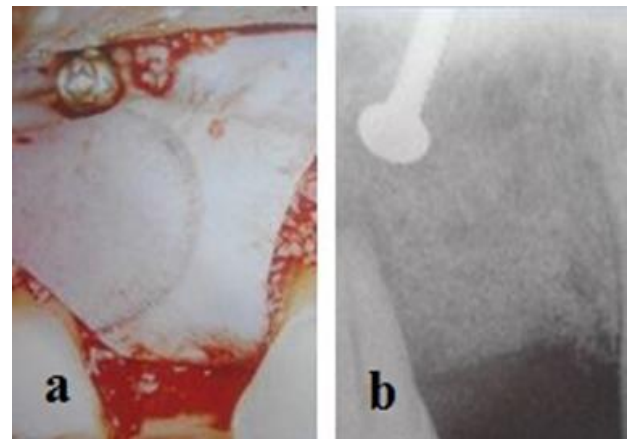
(a) mise en place d'une membrane non résorbable en Gore-Tex®. La fixation de cette membrane est réalisée à l'aide d'une vis d'ostéosynthèse en apical. (b) contrôle radiographique après 3mois de cicatrisation.
